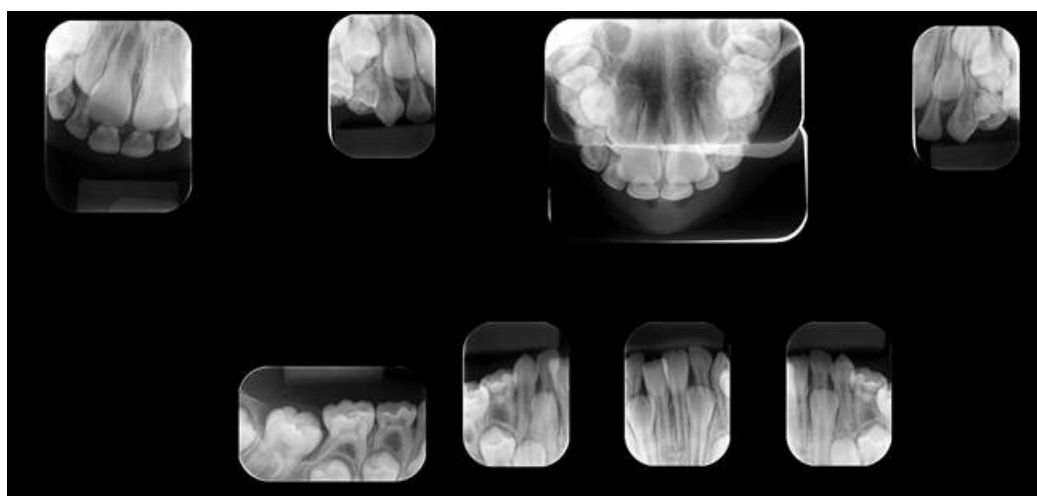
Radiografia periapical de boca completa e radiografia oclusal aos 6 anos, sem alterações.
